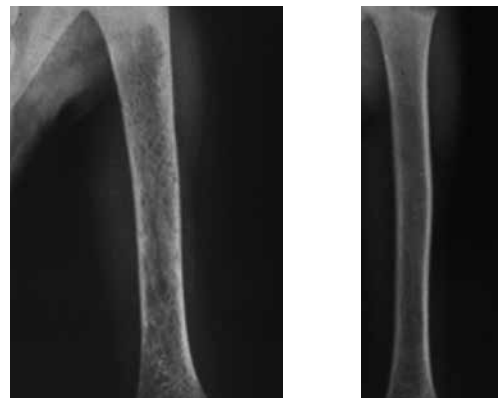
Radiografías de húmeros que muestran diversos grados de osteopenia: aspecto moteado y permeable
